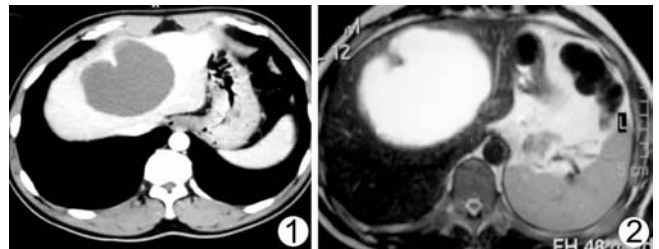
CT 增强动脉期囊壁结节明显强化 图 2 MR 示囊壁结节状突起
